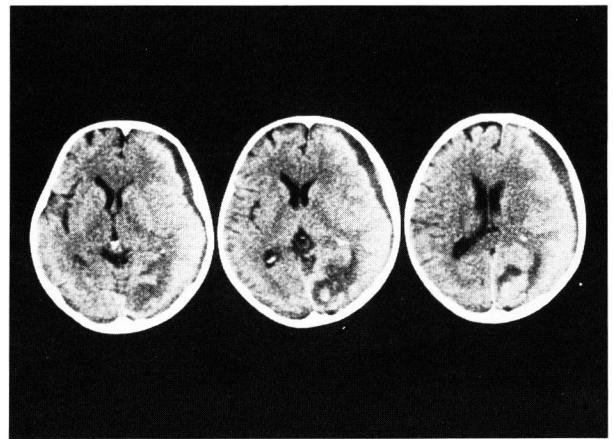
CT scan after the operation of subdural hematoma.
